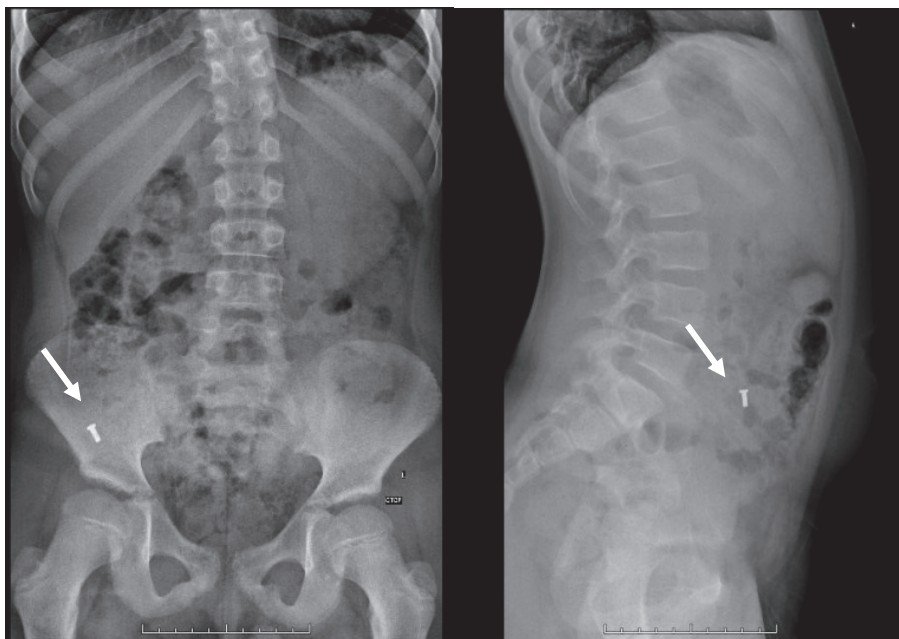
Обзорная рентгенограмма брюшной полости (прямая и боковая проекции) от 02.03.2020 г. Стрелками указано инородное тело, сохраняющее свою локализацию в правом нижнем квадранте
